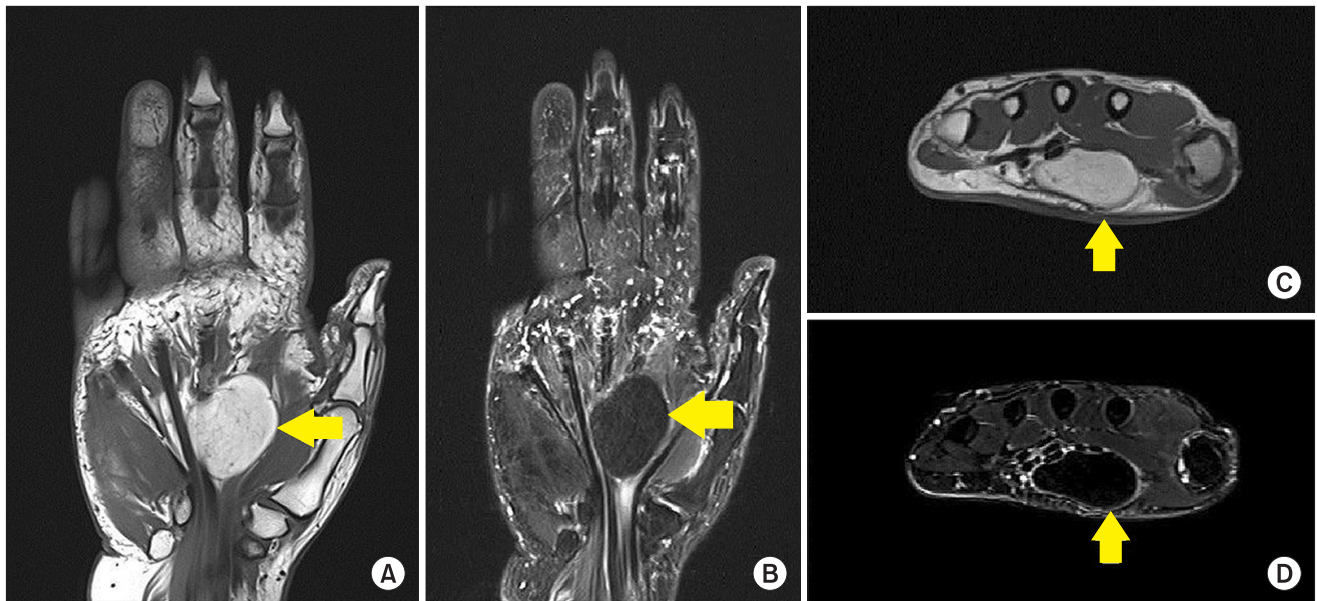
Magnetic resonance images (A, B) coronal plane T1 weighted image and T2 weighted image (C, D) axial plane T1 weighted image and T2 weighted image. Lipoma is high signal intensity in T1 weighted image and low signal intensity in T2 weighted image.
